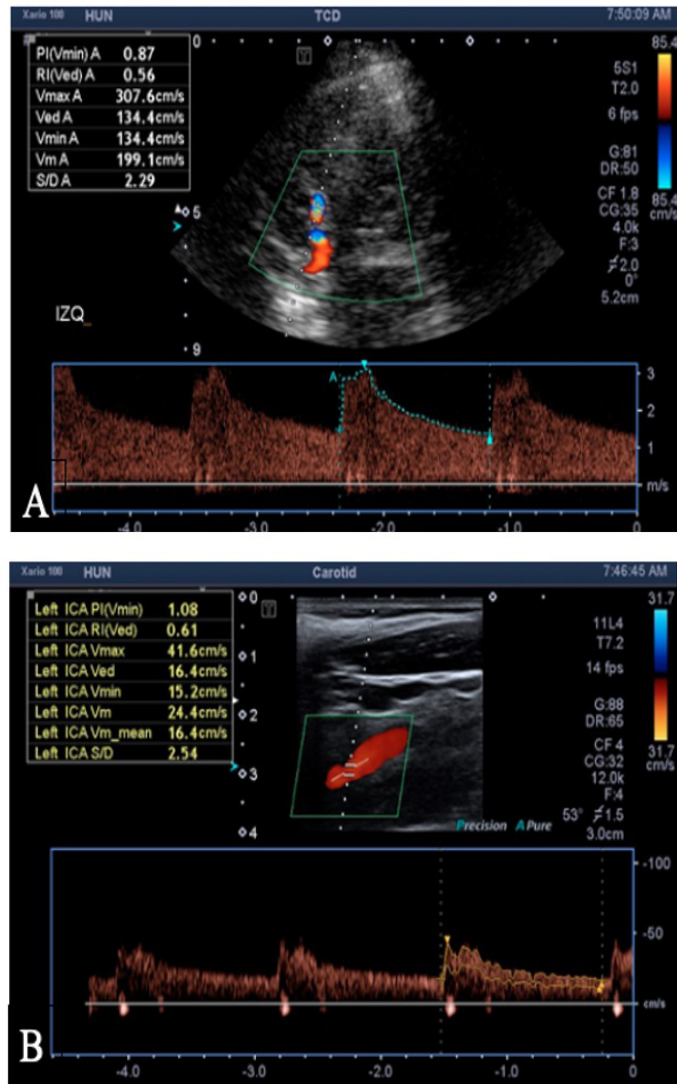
A. Ecografía Doppler transcraneal de arteria cerebral media y (B), de arteria carótida interna. Muestra un índice de Lindegaard de 8,1.
